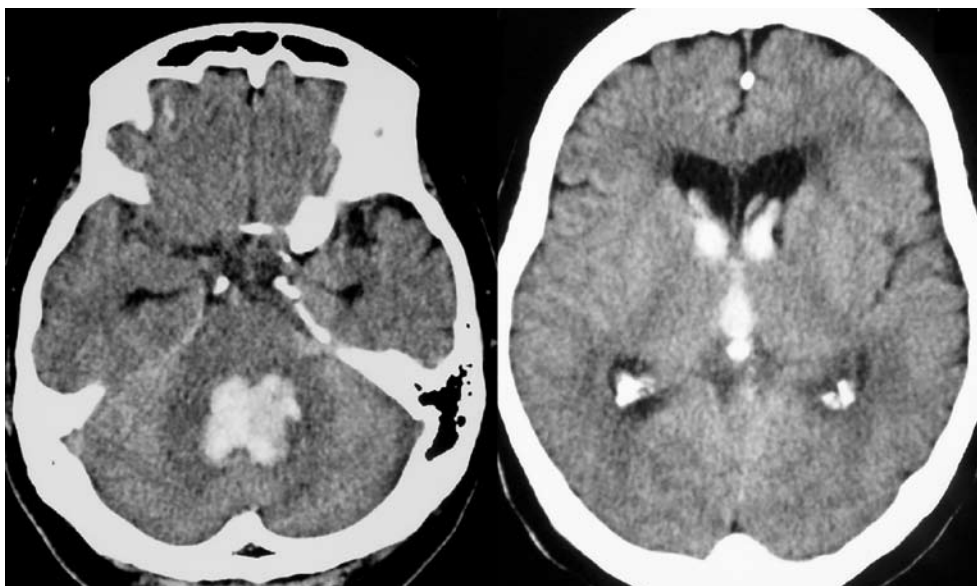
Initial computed tomography scans show a small hemorrhage in the left cerebellar vermis with ventricular perforation.
